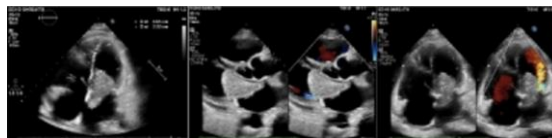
Preoperative transthoracic echocardiography (TTE) showed intracardiac tumor measuring 48 mm × 23 mm in the left atrium (LA) extending to mitral valve and left ventricle (LV). Well-defined, a small base attached to the interatrial septum (IAS) and no blood signal in the tumor, leading to cardiac myxoma.
